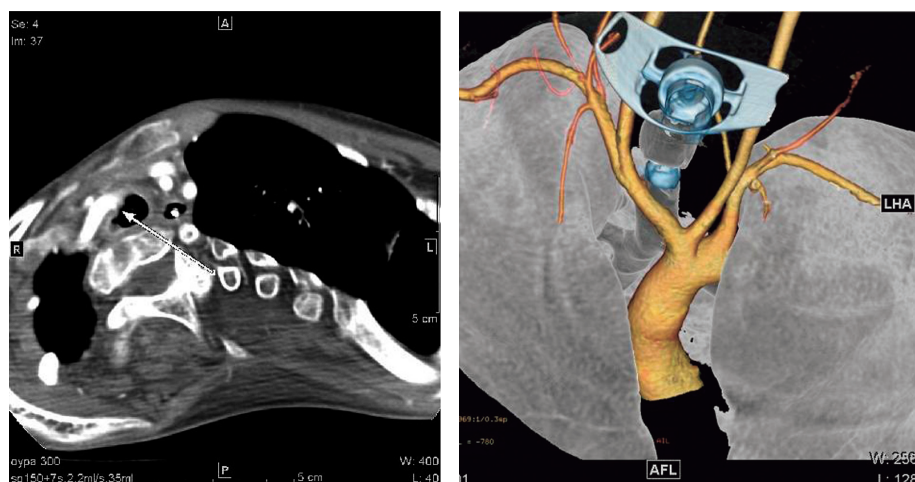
A, B: Chest CT showed an anterior wall of a brachiocephalic artery had small prominence, and possibility of tracheo-innominate artery fistula was thought about.
